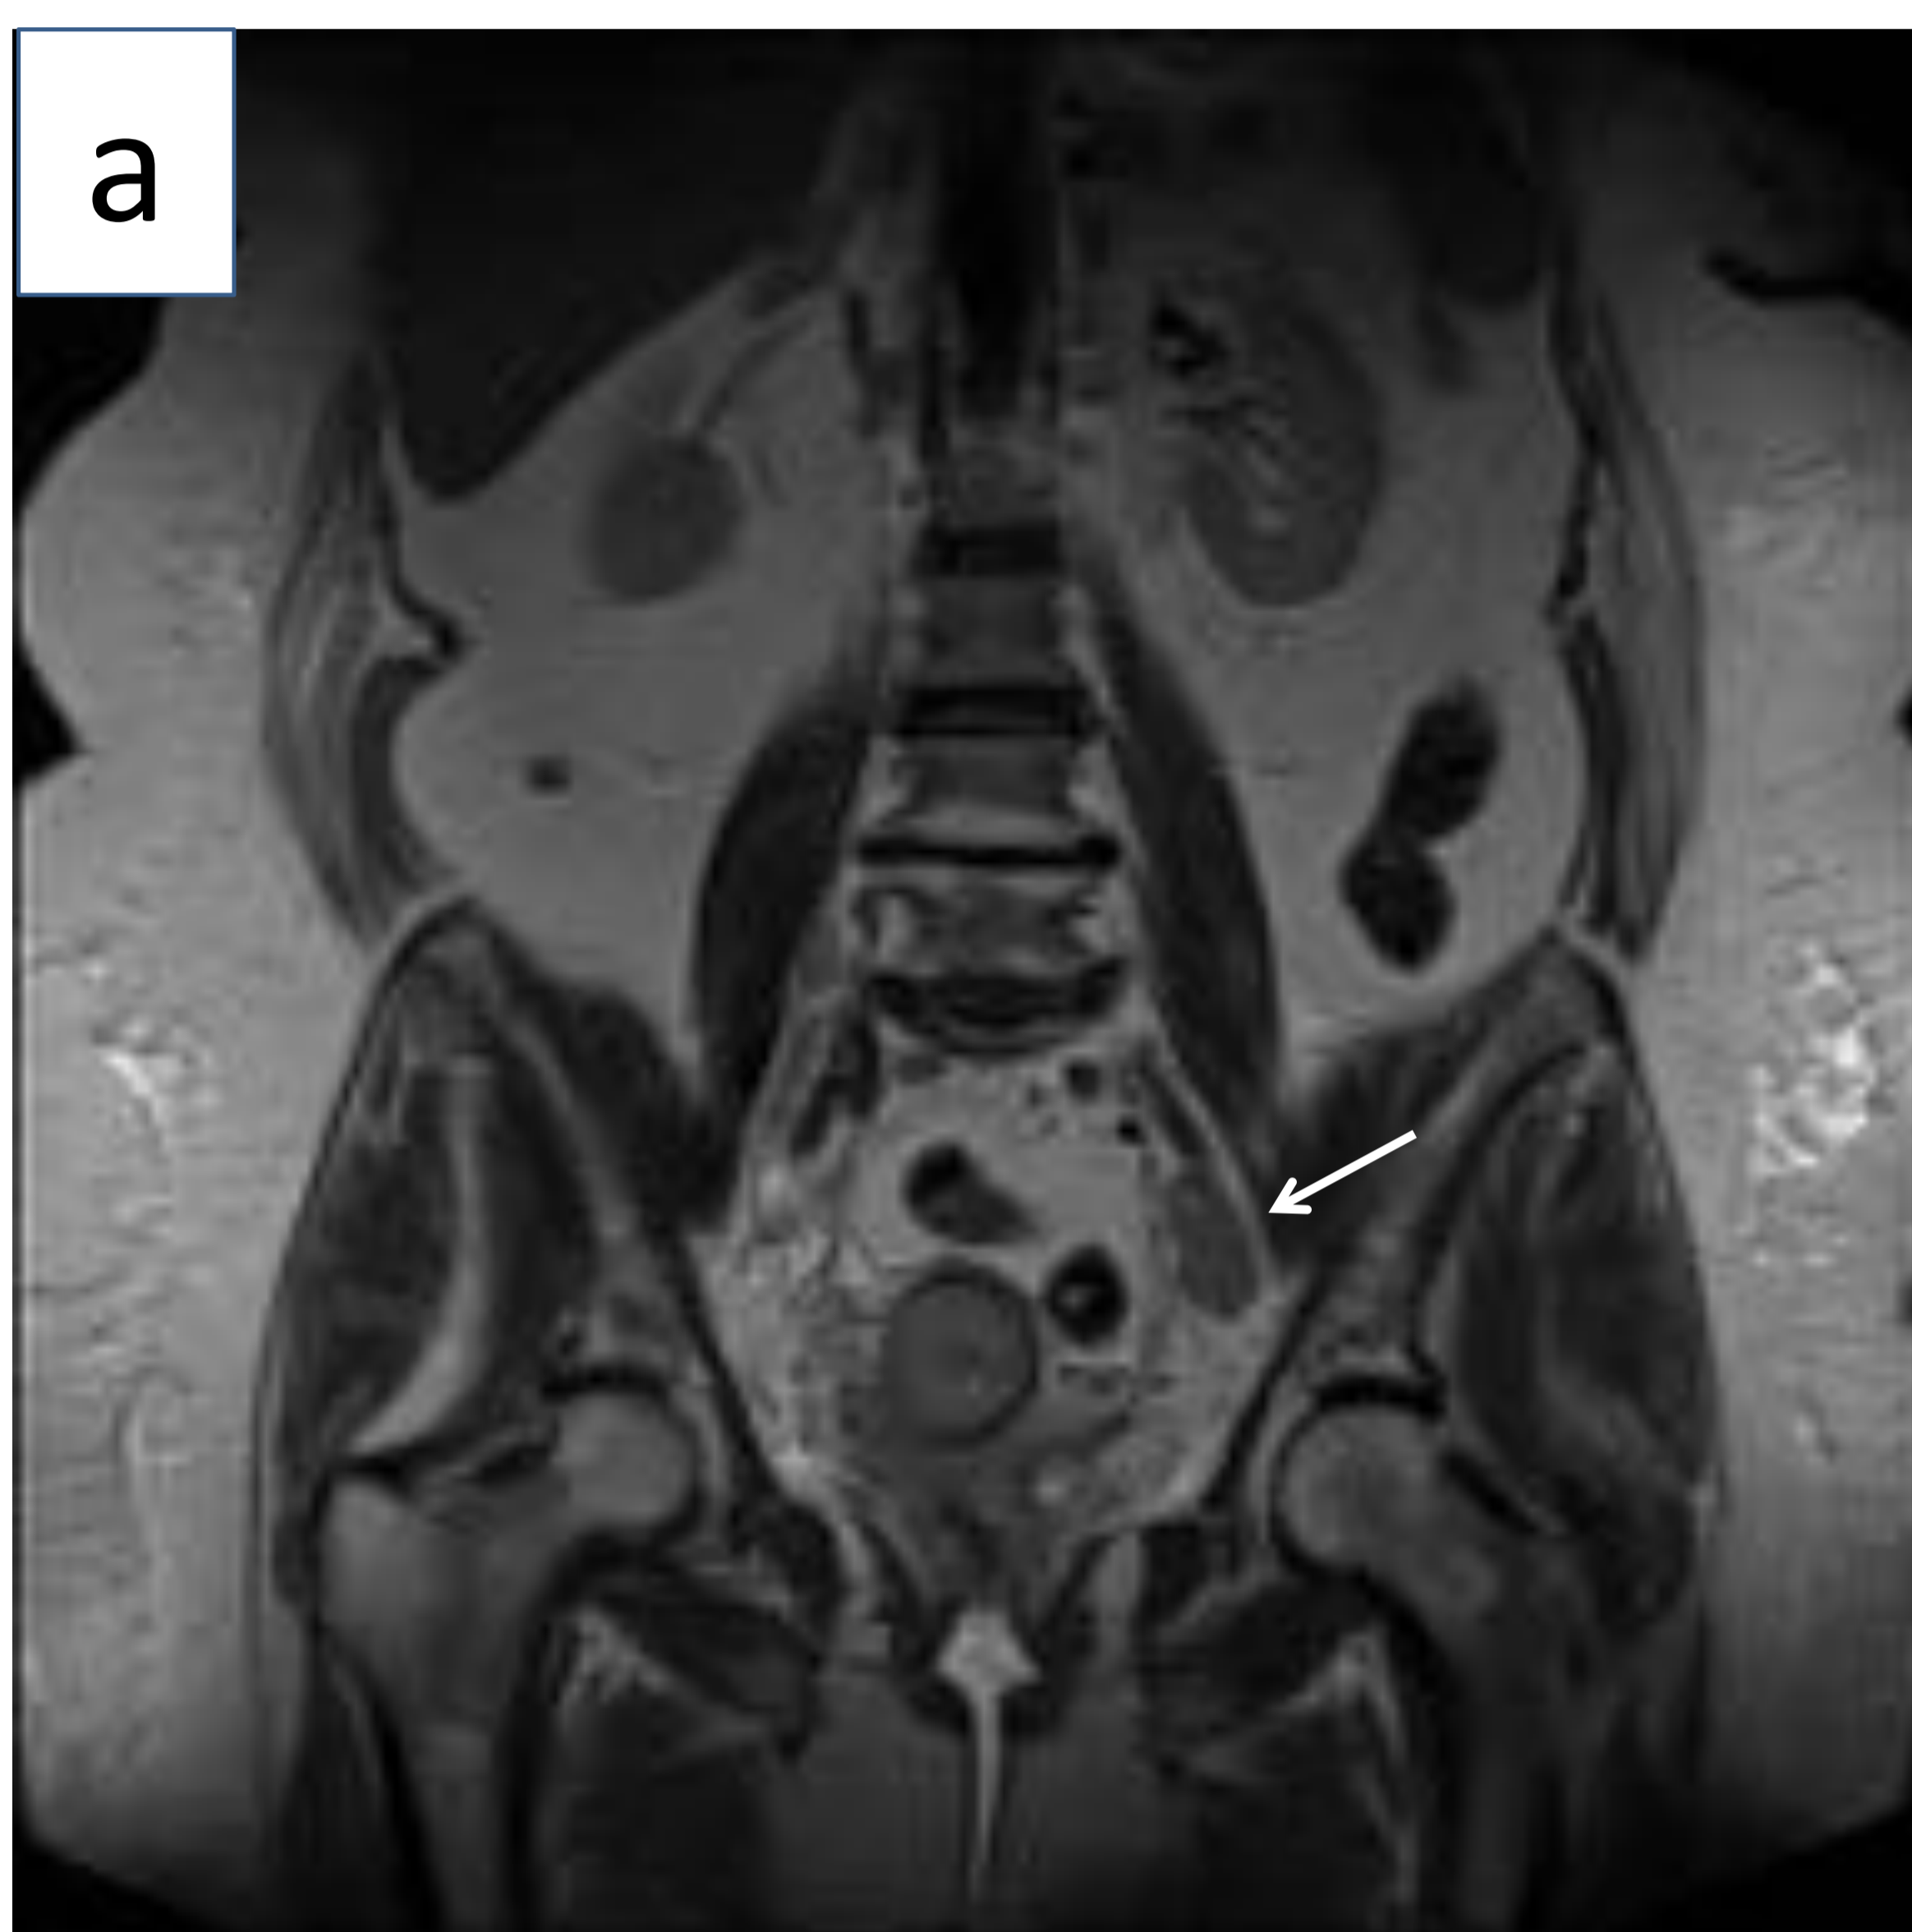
Imágenes de cáncer de cuello uterino estadio IIIC1 (a) Corte coronal de RM en secuencia T2 y (b) corte axial de RM en secuencia T1 de una paciente con cáncer de cuello uterino, que presenta conglomerado adenopático en cadena ilíaca externa izquierda (flechas). (c) Corte coronal de PET-TC de la misma paciente en la que se observa masa cervical que presenta captación de 18-Flúor-desoxiglucosa (18FDG), así como captación patológica del radio-trazador en ambas cadenas ganglionares externas, de mayor tamaño en el lado izquierdo. (Imágenes RM: Servicio de Radiodiagnóstico del Hospital Universitario de Basurto; Imagen PET-TC Servicio de Medicina Nuclear del Hospital Universitario de Cruces)
